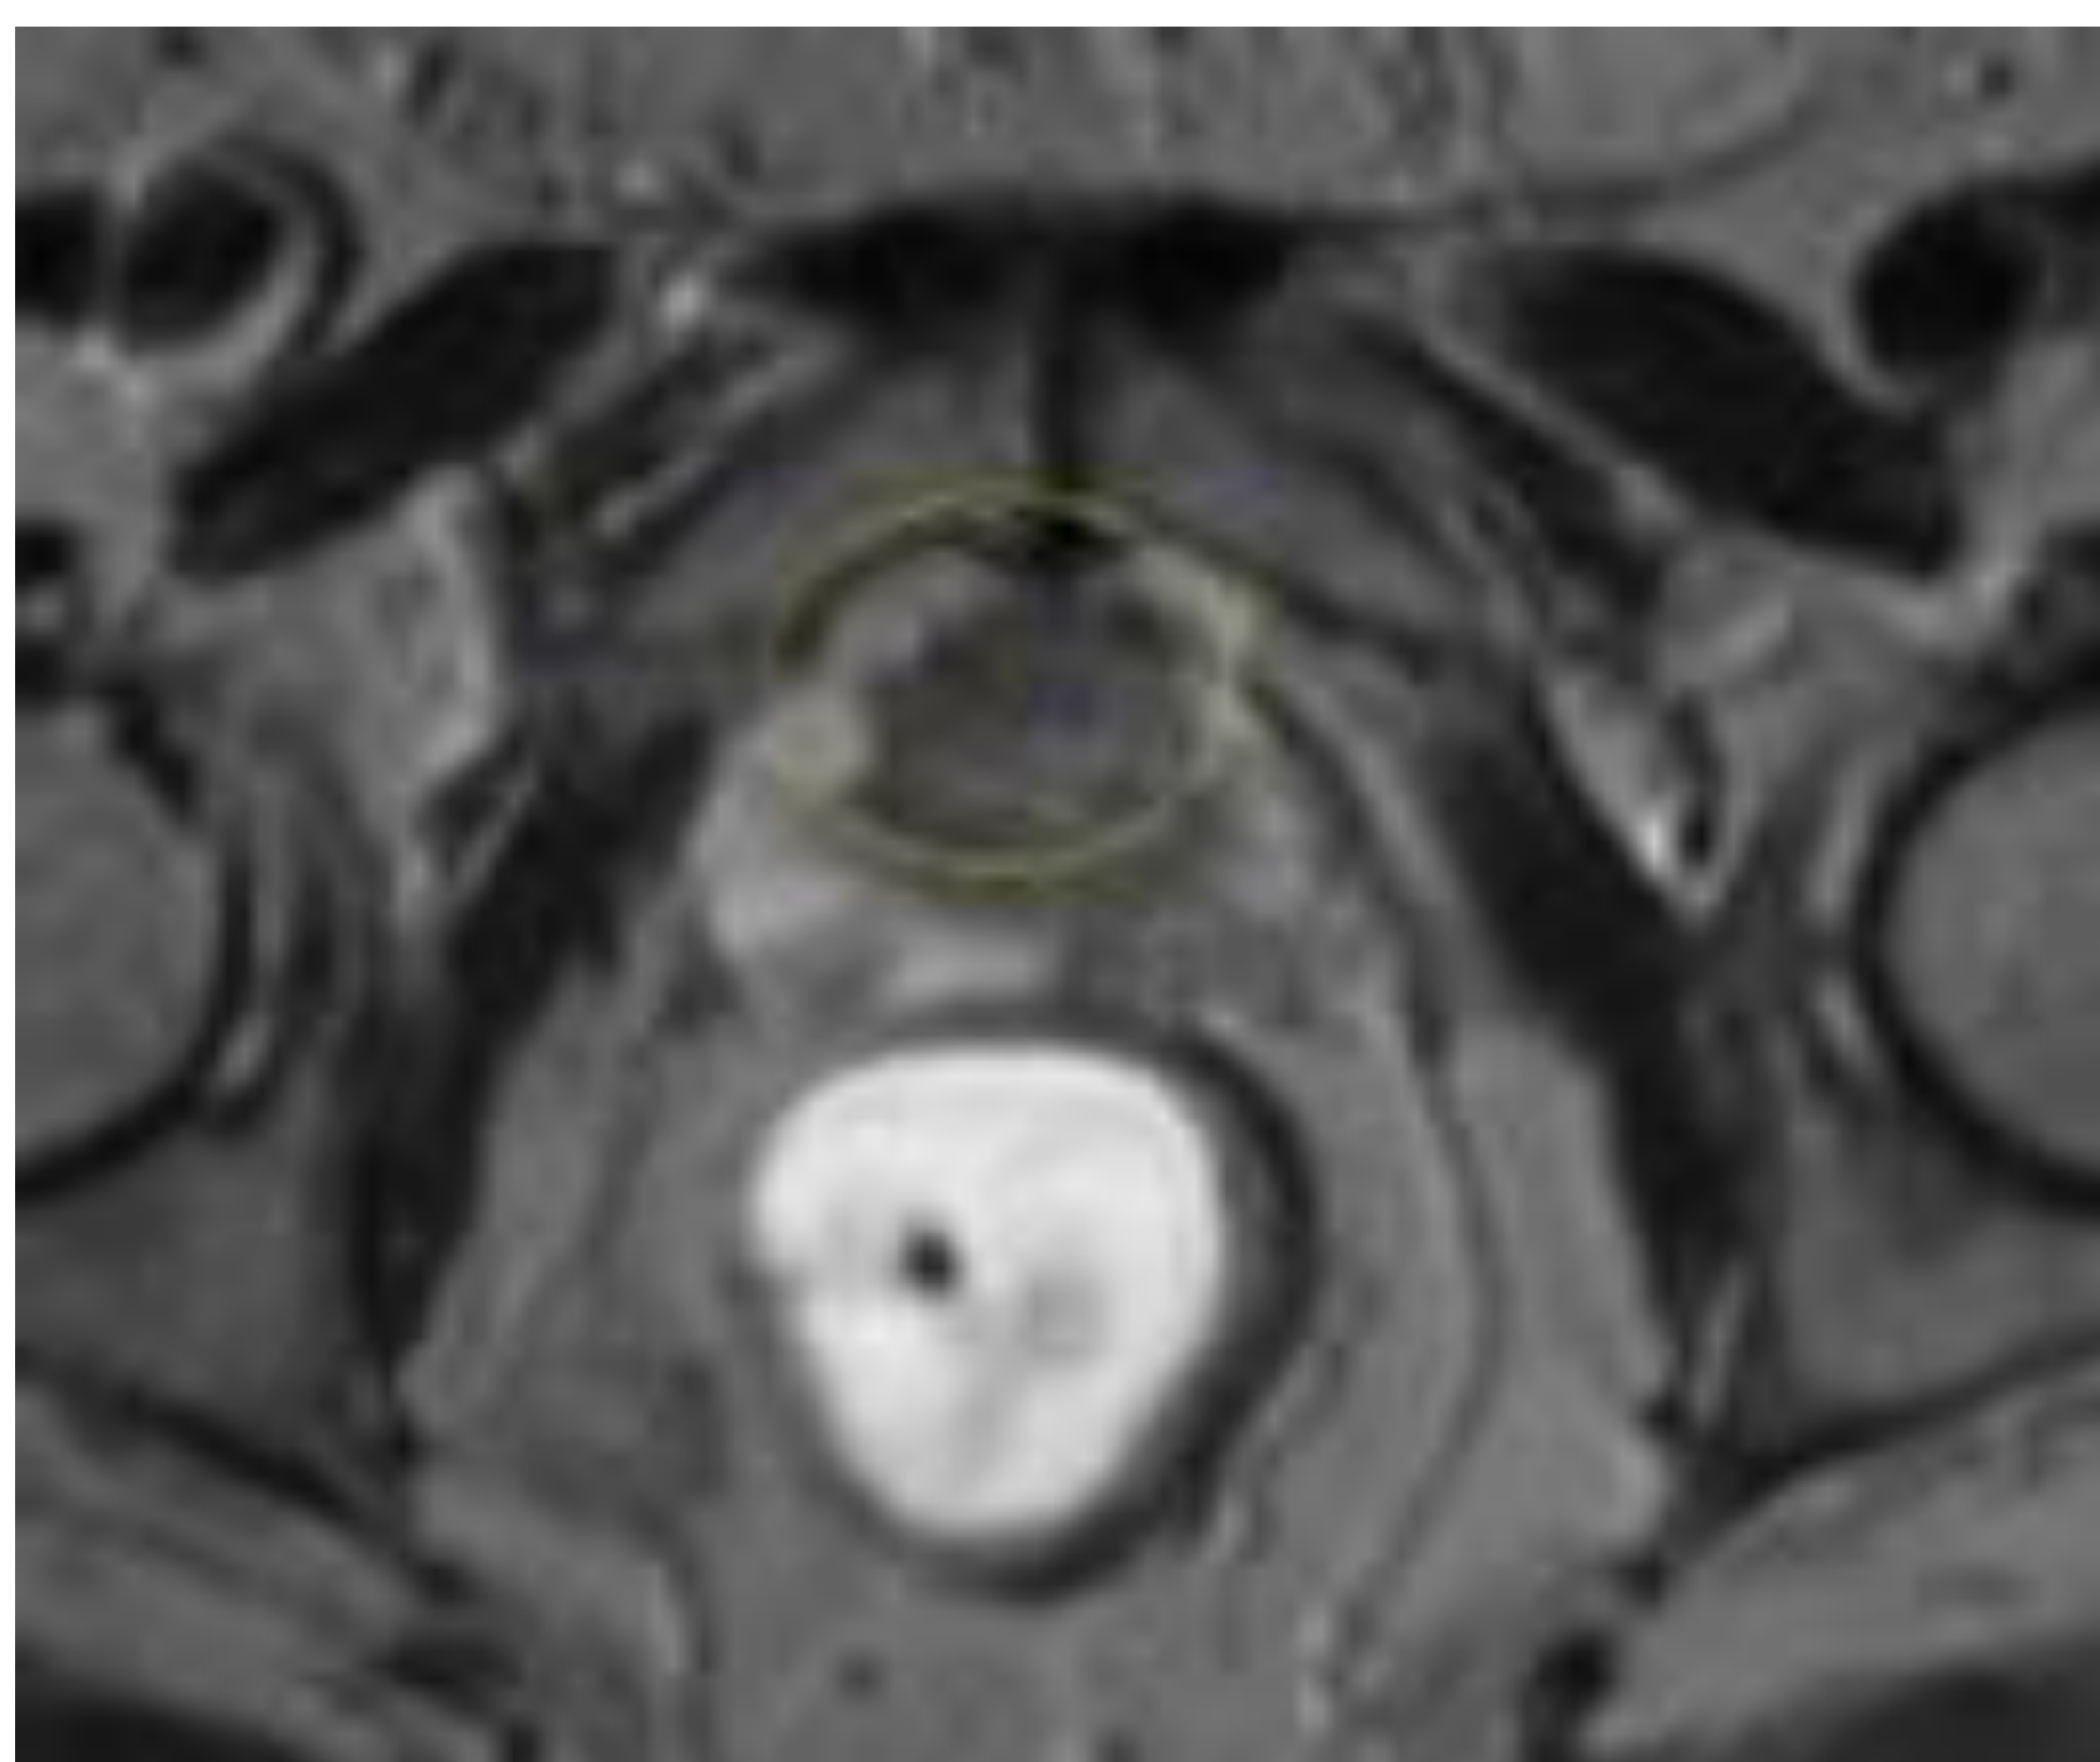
a. Corte axial de RM de próstata (Secuencia T2) que pone de manifiesto un área focal de baja señal en la zona central, que muestra alta señal en b. secuencia de difusión y c. restricción en el mapa ADC. Estos hallazgos son compatibles con lesión PIRADS 4.
